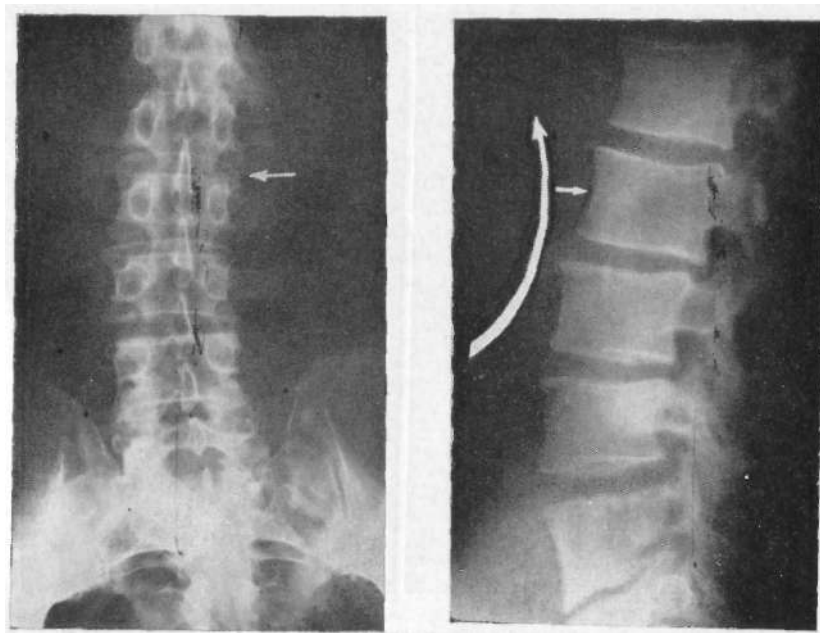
Прямая, рентгенограмма. Отсутствуют даже признаки локального спондилеза.
